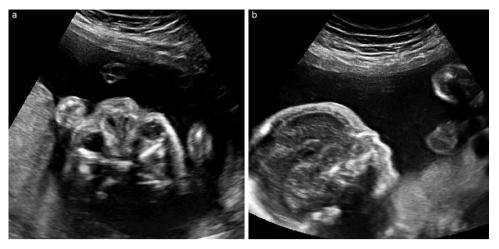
a et b: échographie à 23 SA; hypertélorisme avec nez bifide et profil plat avec arête nasale non saillante. a and b: ultrasound scan at 23 weeks; hypertelorism with a clefted nose and flat profile.
